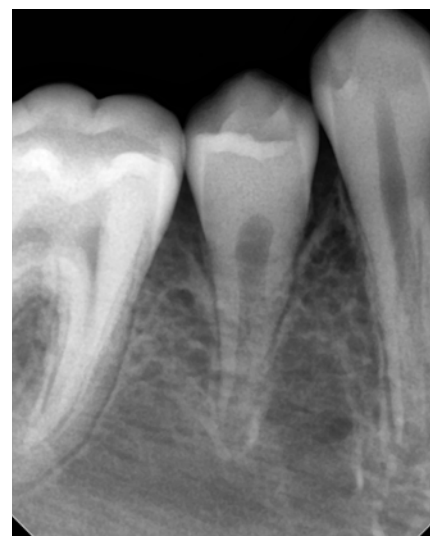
Пациент Л., внутриротовая контактная рентгенограмма зуба 4.5 через 2 года после операции: формирование корня зуба
